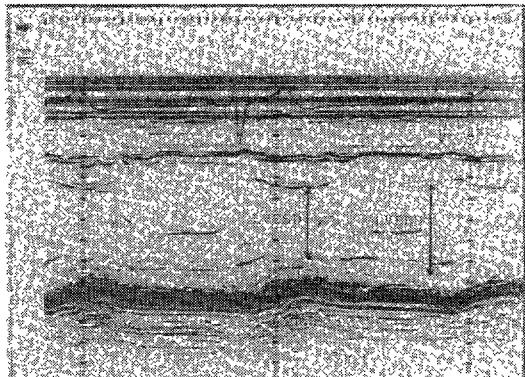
Method of measurement of ejection fraction (EF) by M-mode echocardiography($EF = (LVEDD^3 - LVESD^3)/LVEDD^3$, LVEDD : Left ventricular end-diastolic dimension, LVESD : Left ventricular end-systolic dimension)
